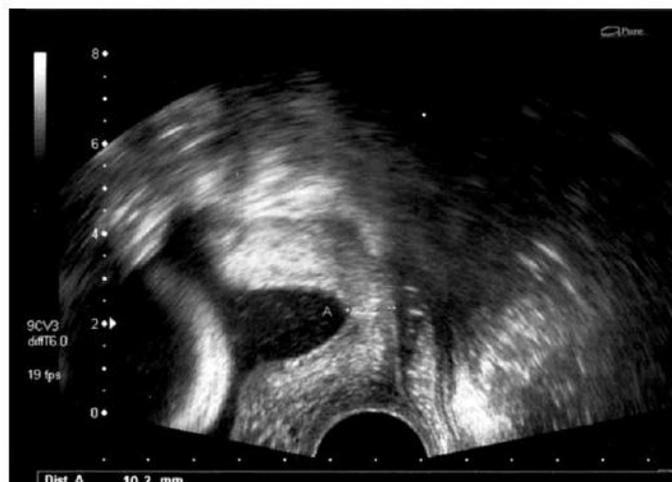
Ecografía de cervix. Funnel.
